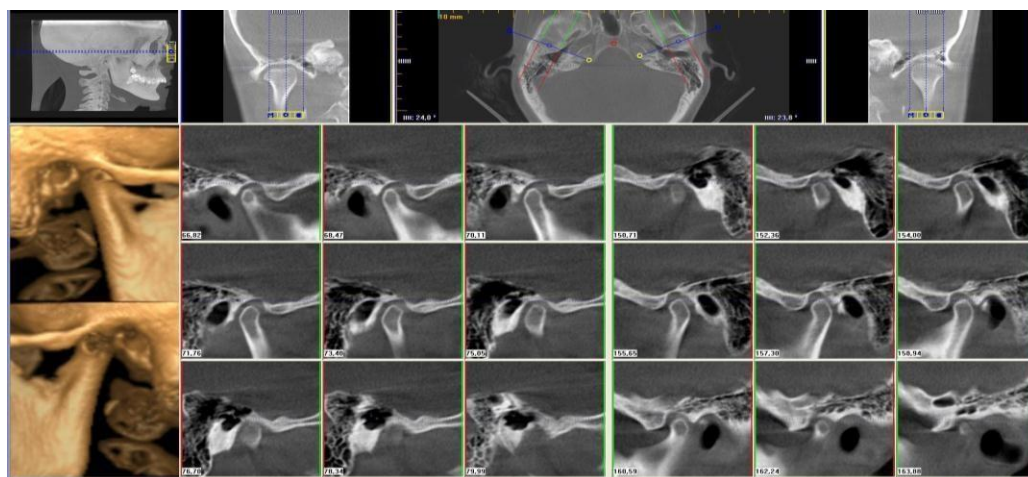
Дентальная компьютерная конусно-лучевая томография
